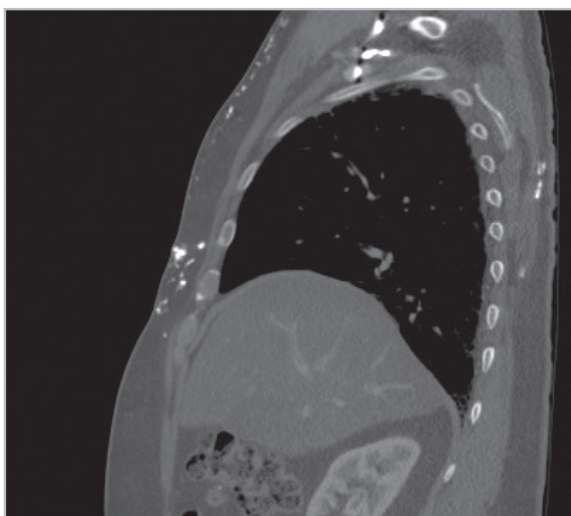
Corte sagital de tomografía computada de tórax en ventana de hueso en la que se evidencian múltiples calcificaciones distróficas en los tejidos blandos de la pared torácica de predominio anterior.
